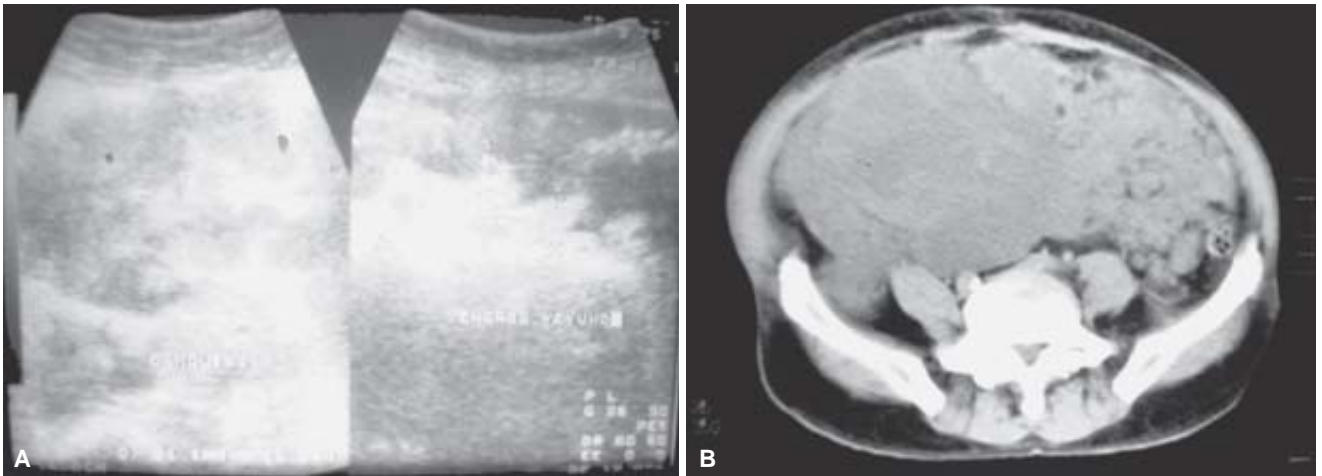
Imágenes de ultrasonido y Tomografía Computarizada, donde se muestra la presencia de una masa sólida de tipo ganglionar localizada en mesenterio por afección linfomatosa.
